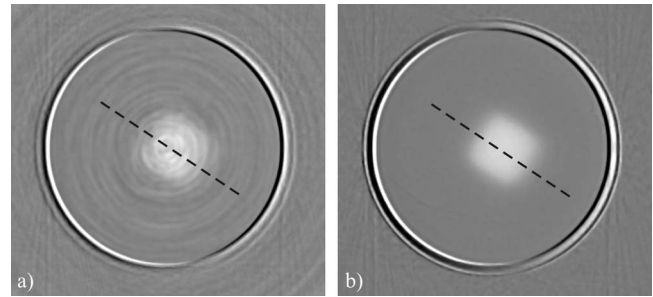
Reconstructed attenuation coefficient image maps derived from the current system (a) and the wide illumination and CCD based optical-CT scanner (b).
